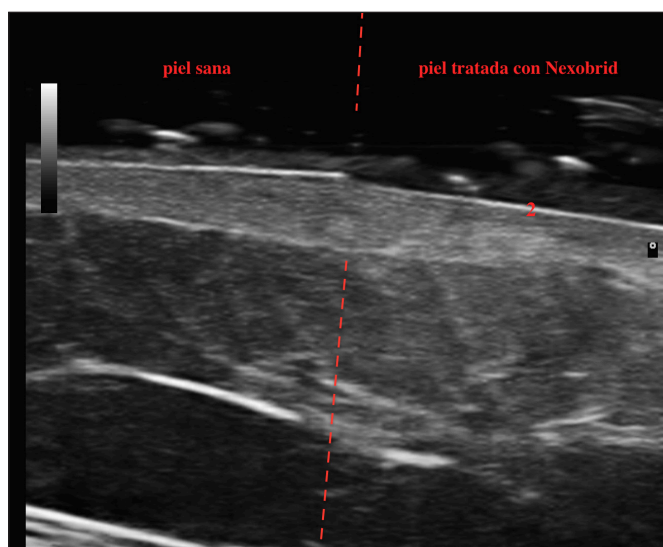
B. Ecografía cutánea: persistencia de línea ecogénica tras desbridamiento, diagnóstico compatible con persistencia de escara (marcada con numero 2).
